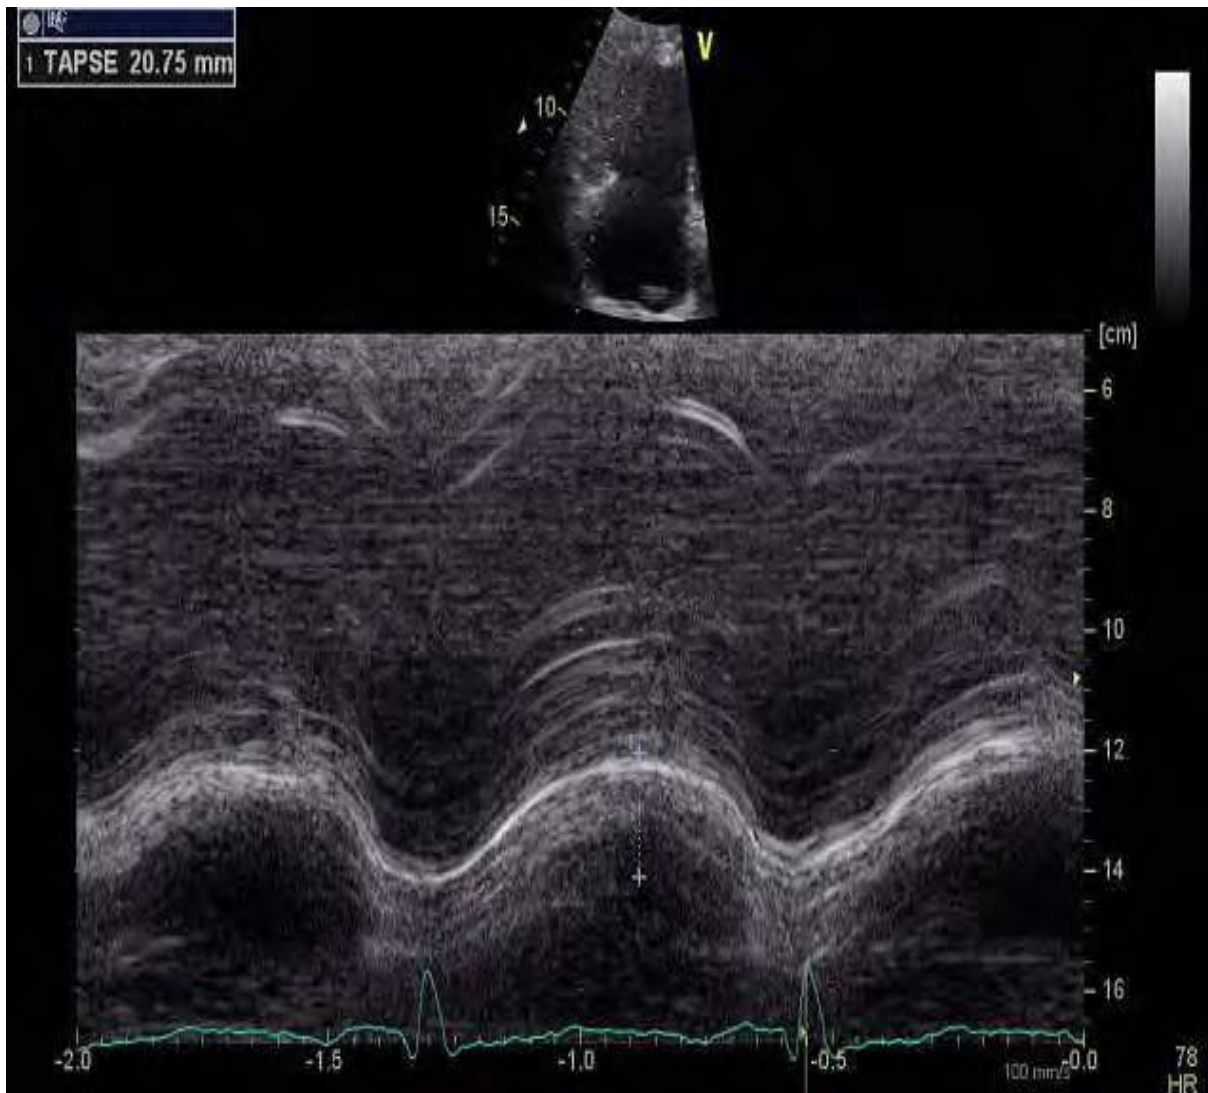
Image échographique mesurant la TAPSE
